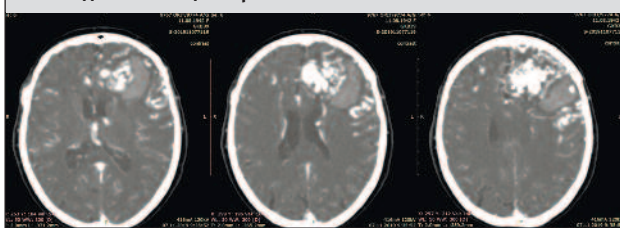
КТ головного мозга (сосудистый режим) пациентки М. на 3-и сутки нахождения в стационаре
